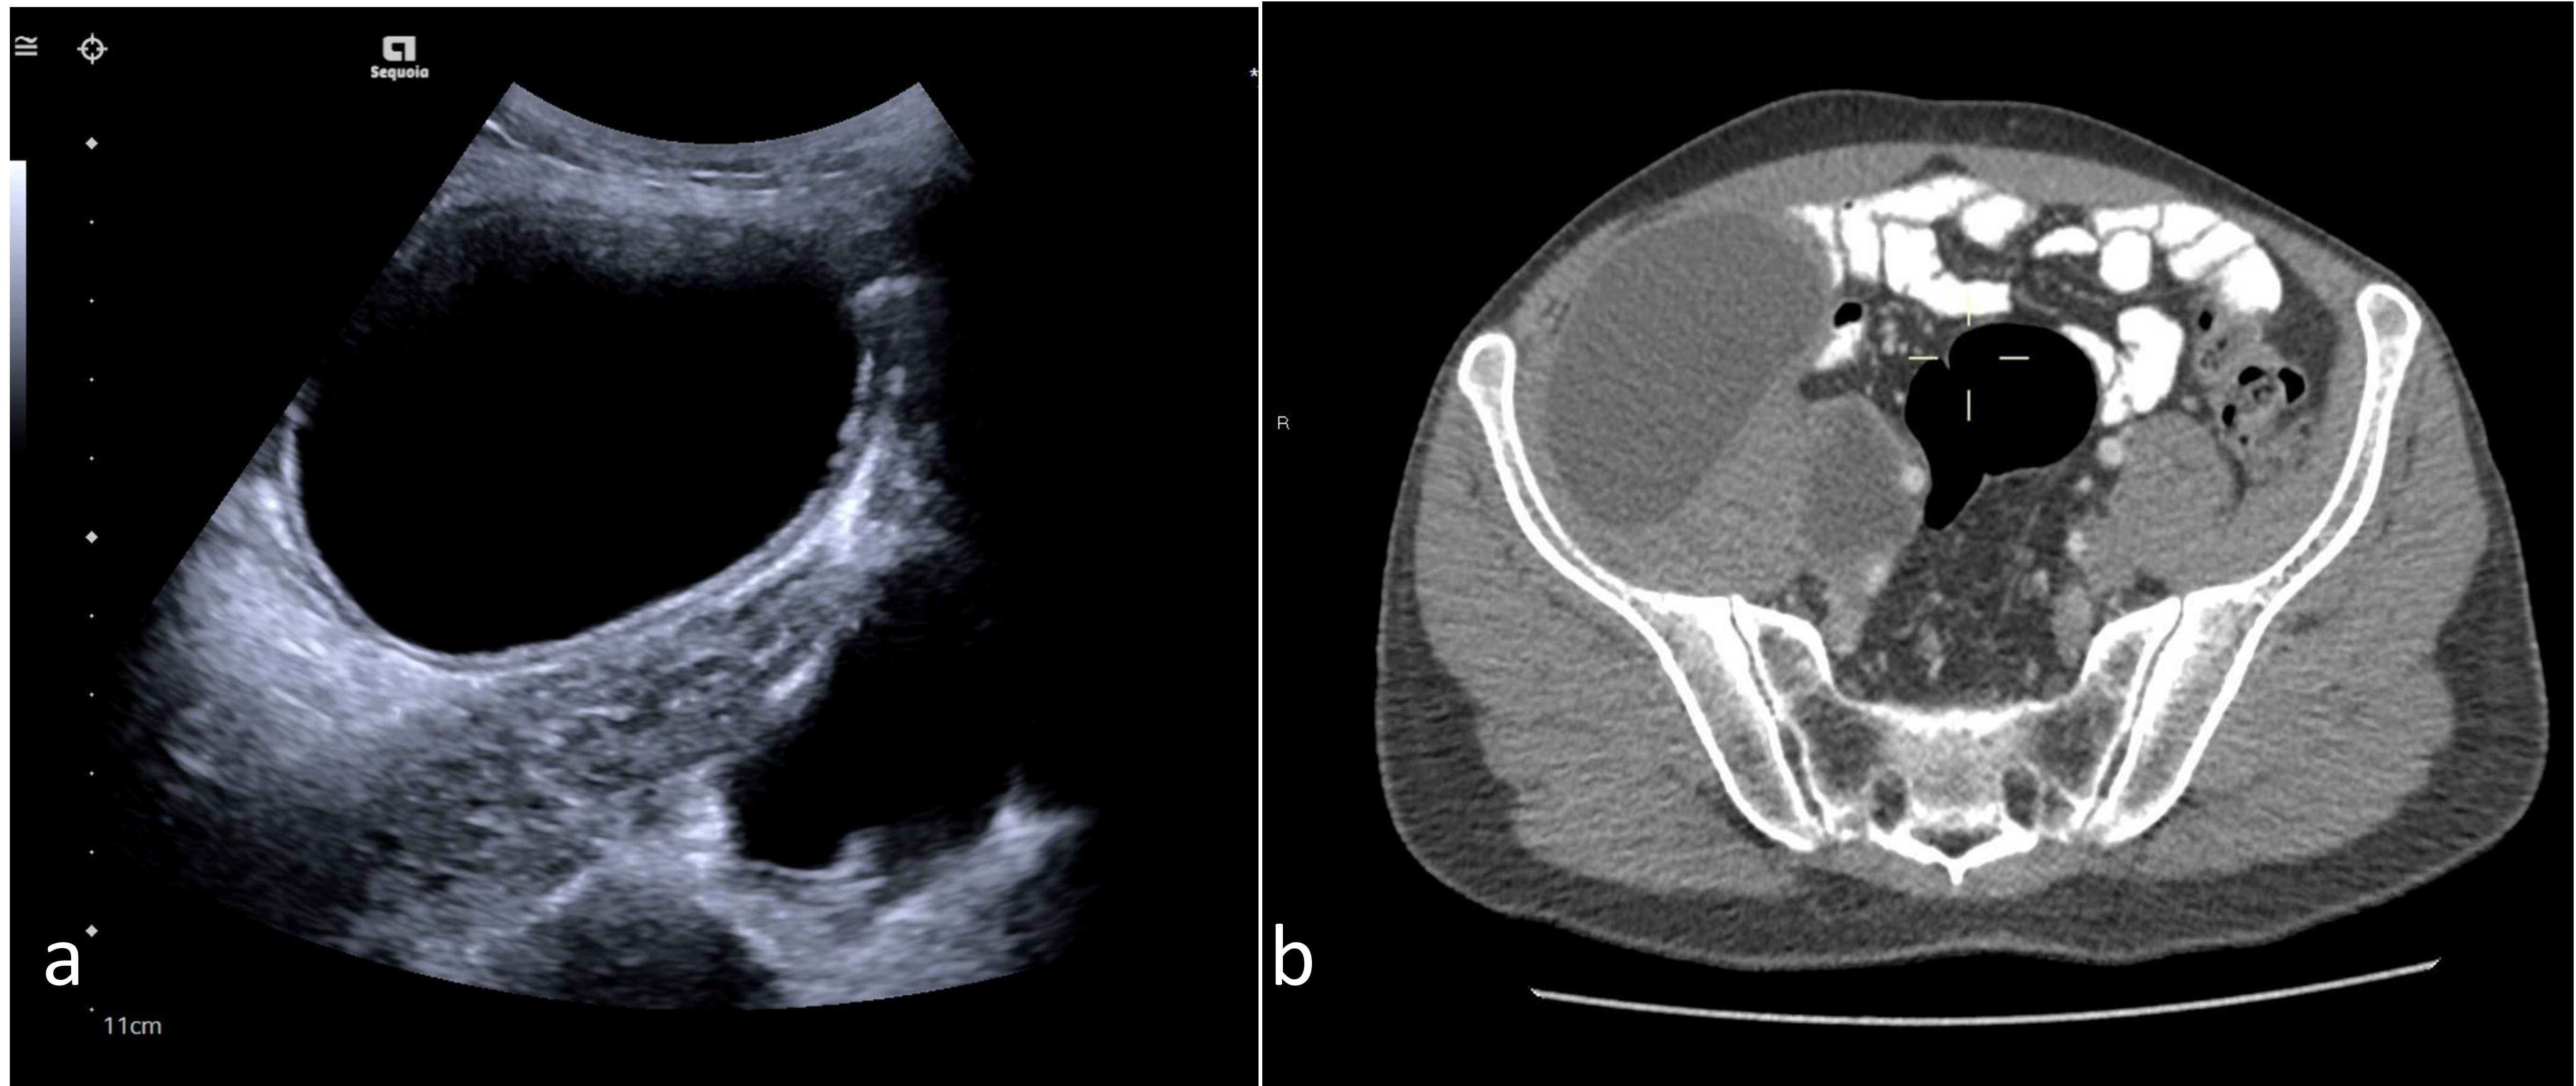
Quiste CE1. a) Ecografía abdominal donde se aprecian dos lesiones quísticas anecoicas con doble pared. b) TC con contraste del mismo paciente apreciando dos lesiones quísticas de pared fina adyacentes a músculo psoas derecho.
